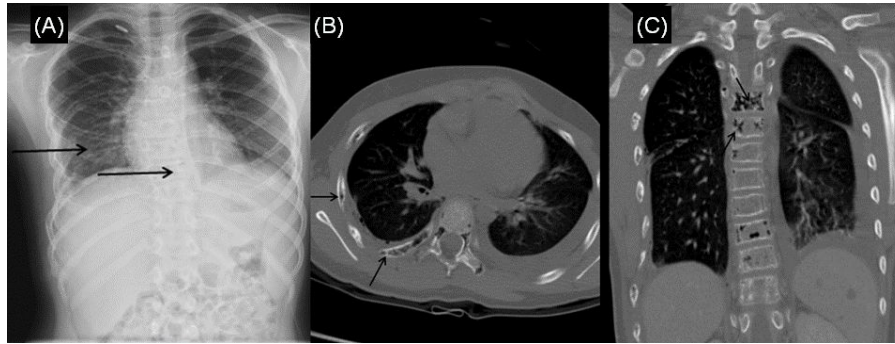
(A) Chest X-ray shows pleural effusion, numerous small radiolucency along right ribs and thoracic vertebrae (arrows). Thoracic computed tomopgraphy angiographic images demonstrate left pleural effusion and multifocal pneumatosis lesion of the bilateral rib (arrows) (B), multiple pneumatosis of the T3-T10 vertebra (arrows) (C).
